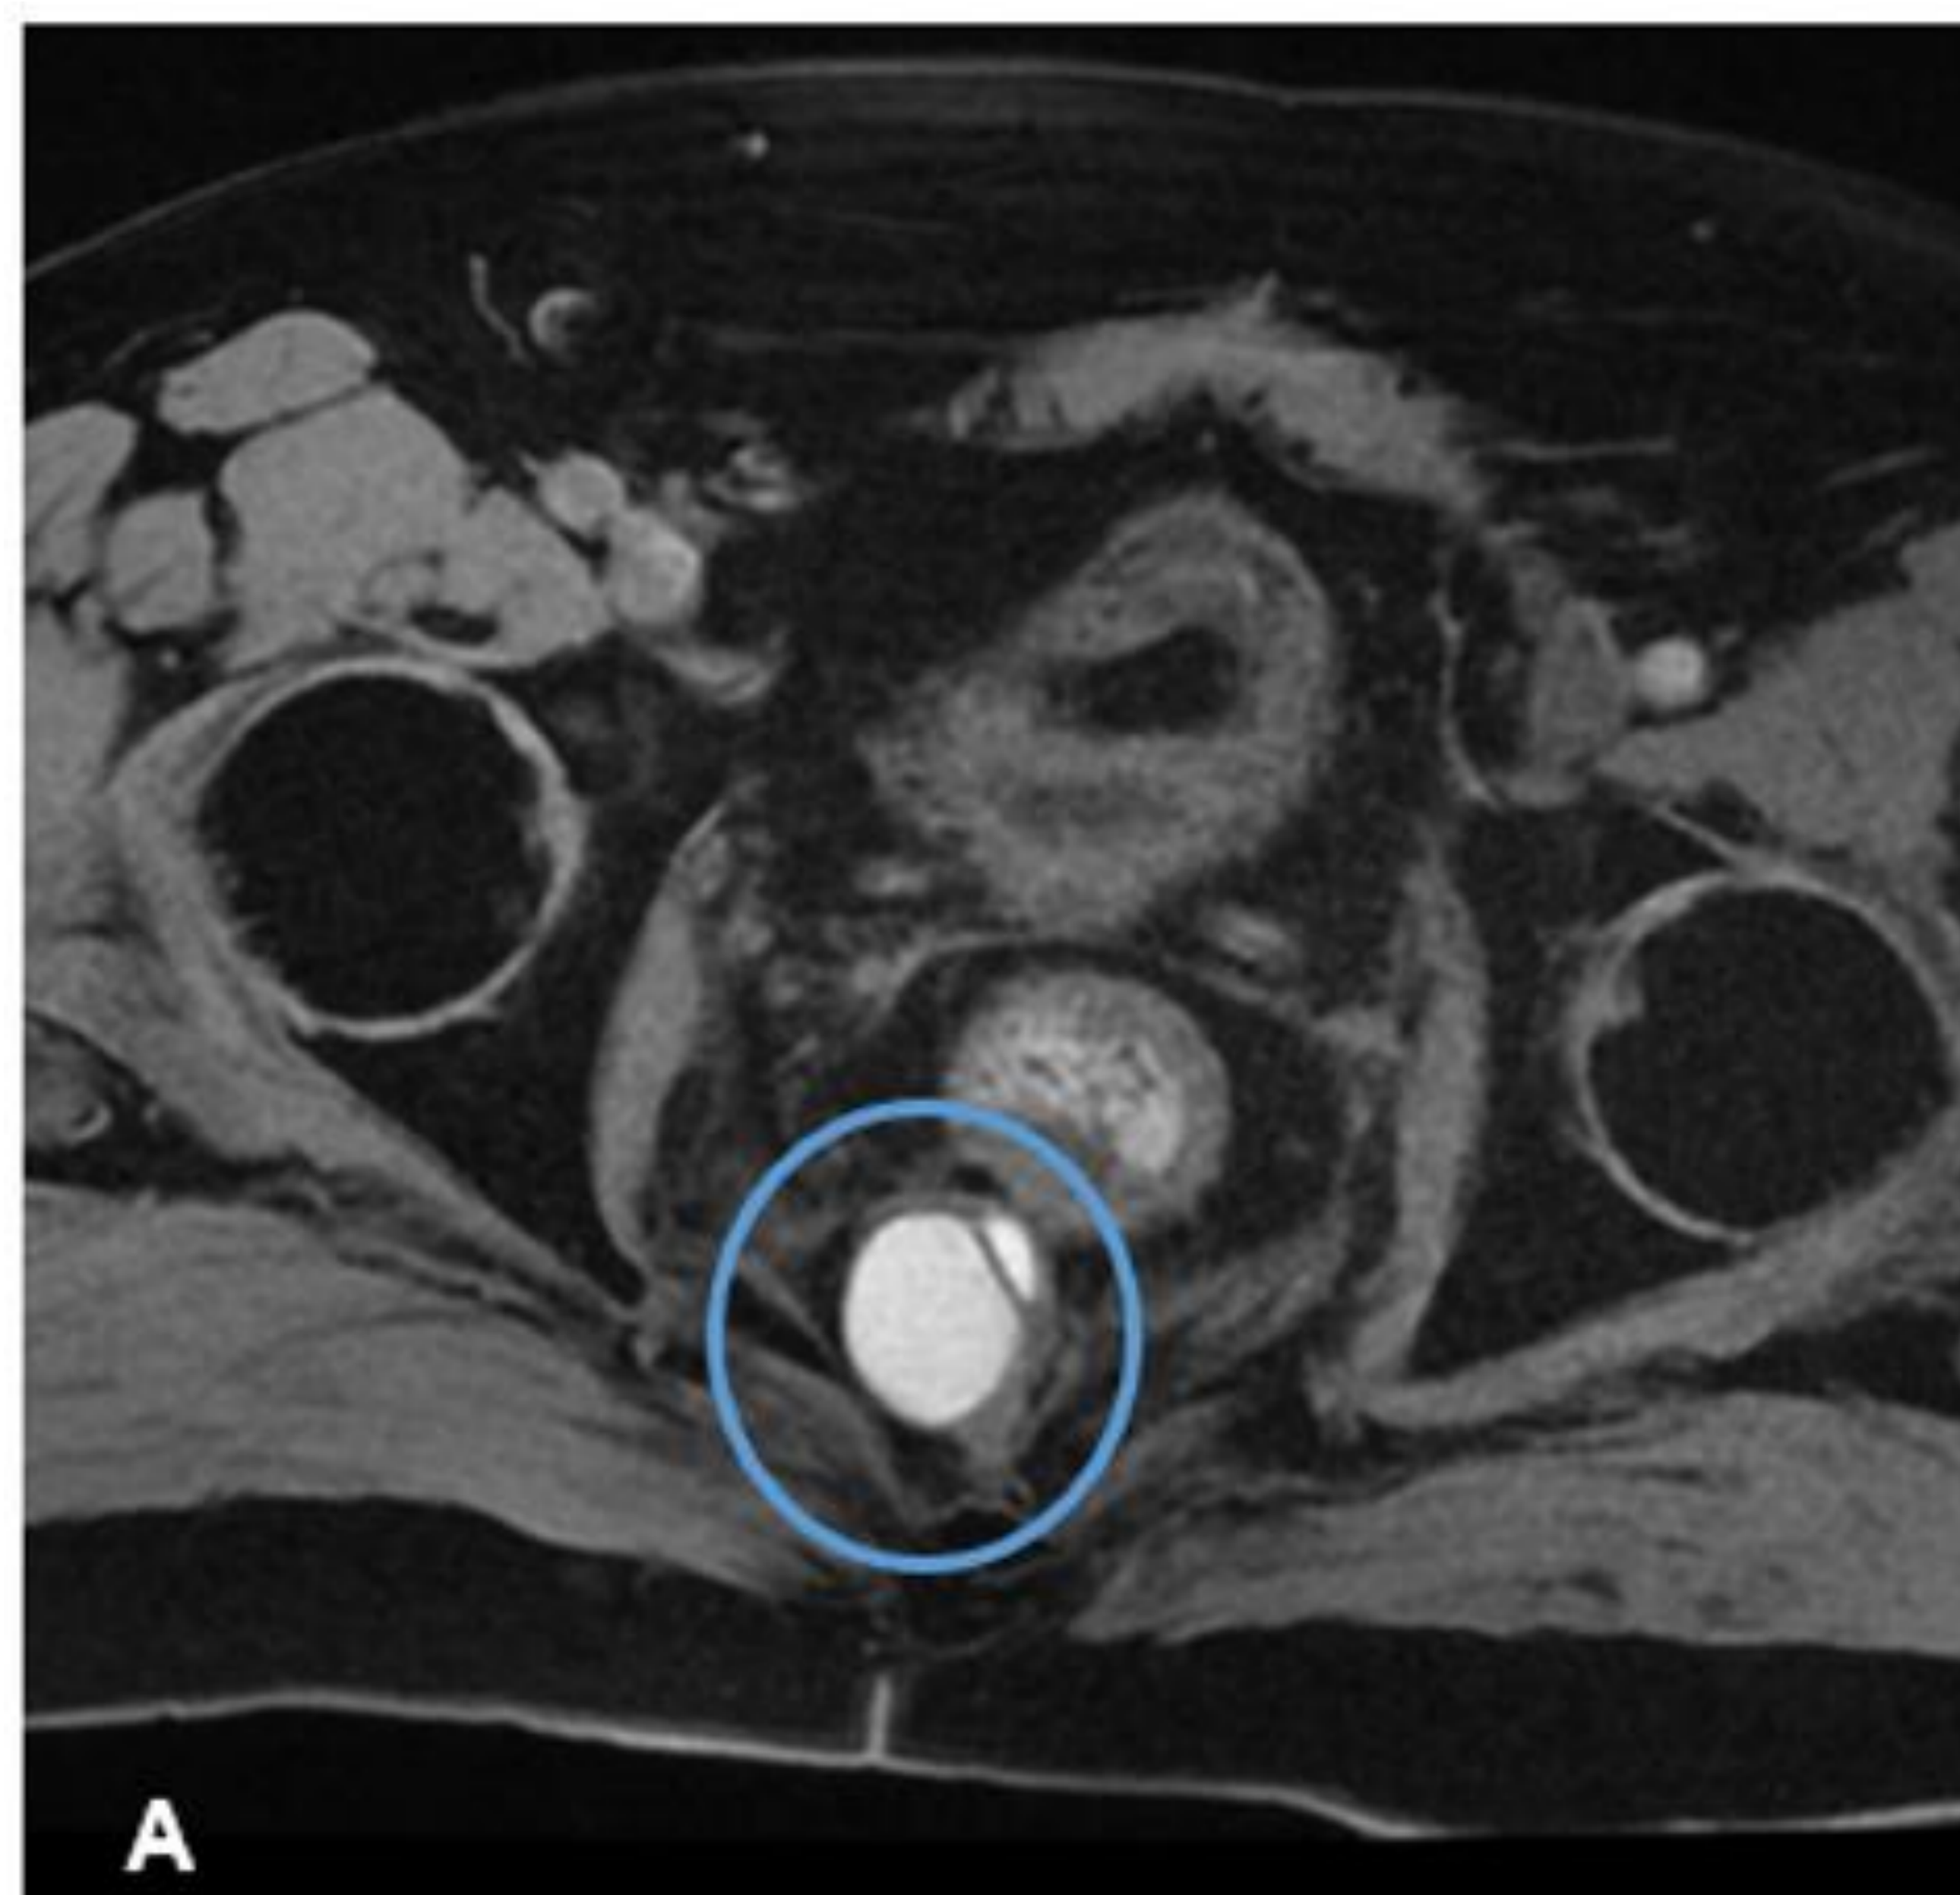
Hamartoma quístico retrorrectal. A) Imagen de RM con supresión grasa, que muestra una masa quística con algún tabique en su interior, en el espacio presacro (círculo azul). B) Imagen de RM potenciada en T2 (mismo paciente) que muestra una masa presacra de predominio hipointenso (círculo blanco)
